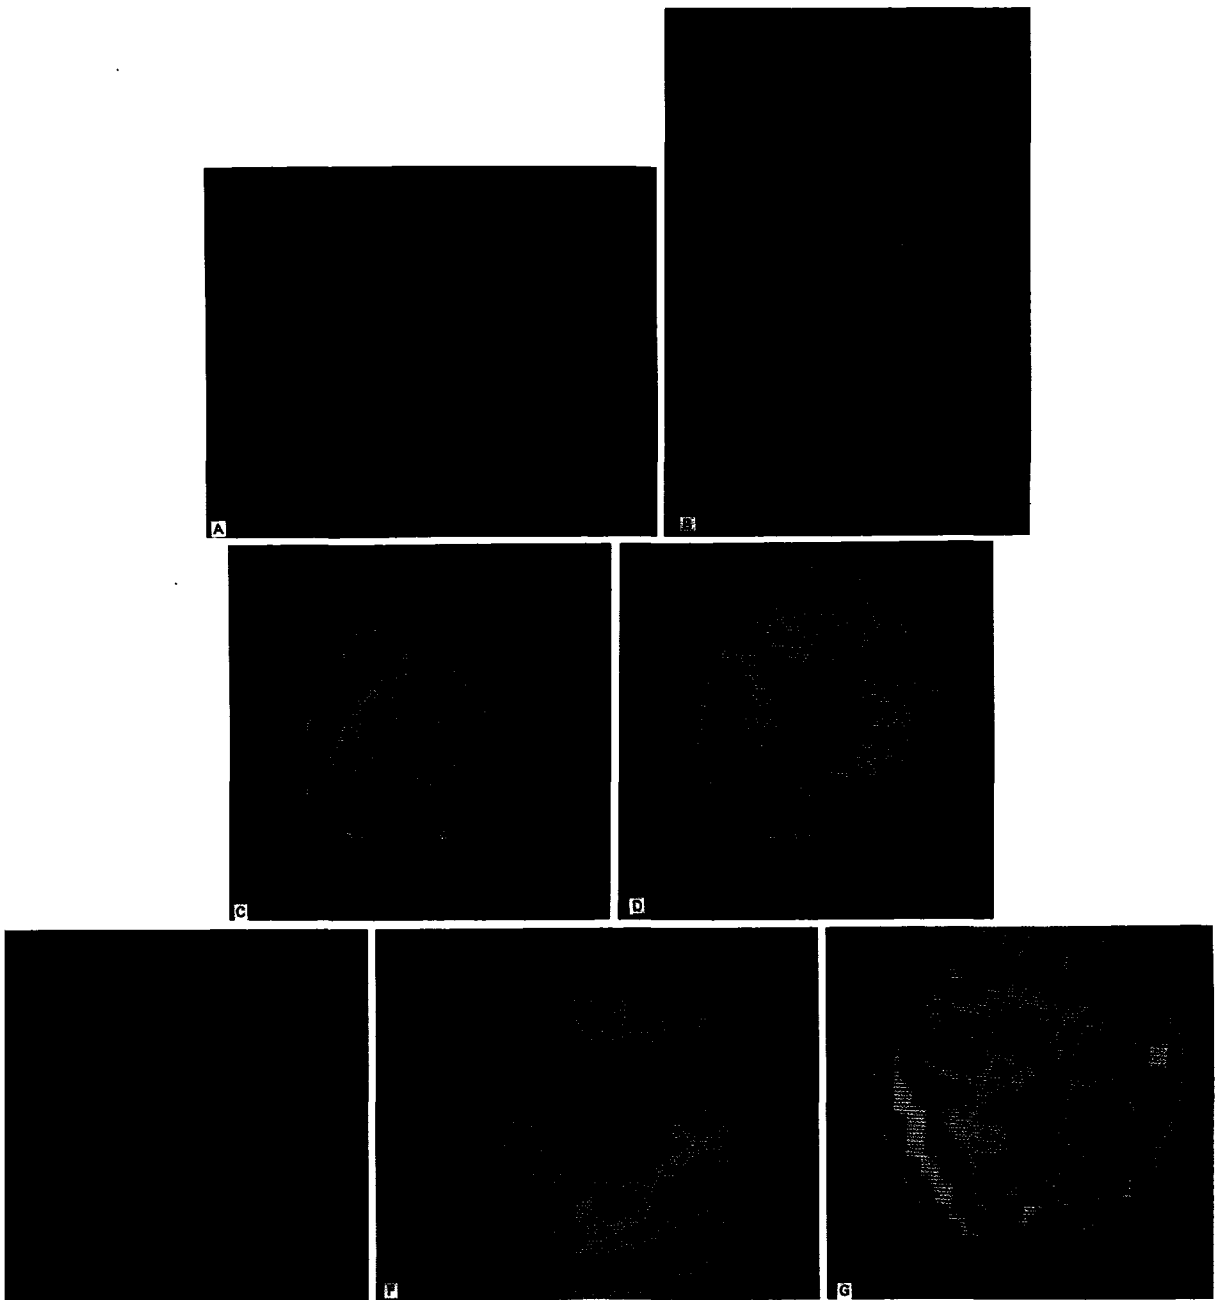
Various findings of blood flow image with Tc-99m HMPAO SPECT in developmental language disorders.
